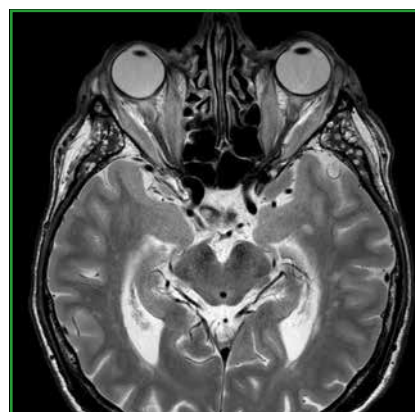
Orbitopathie dysthyroïdienne avec compression des 2 NO. IRM axiale T2.
